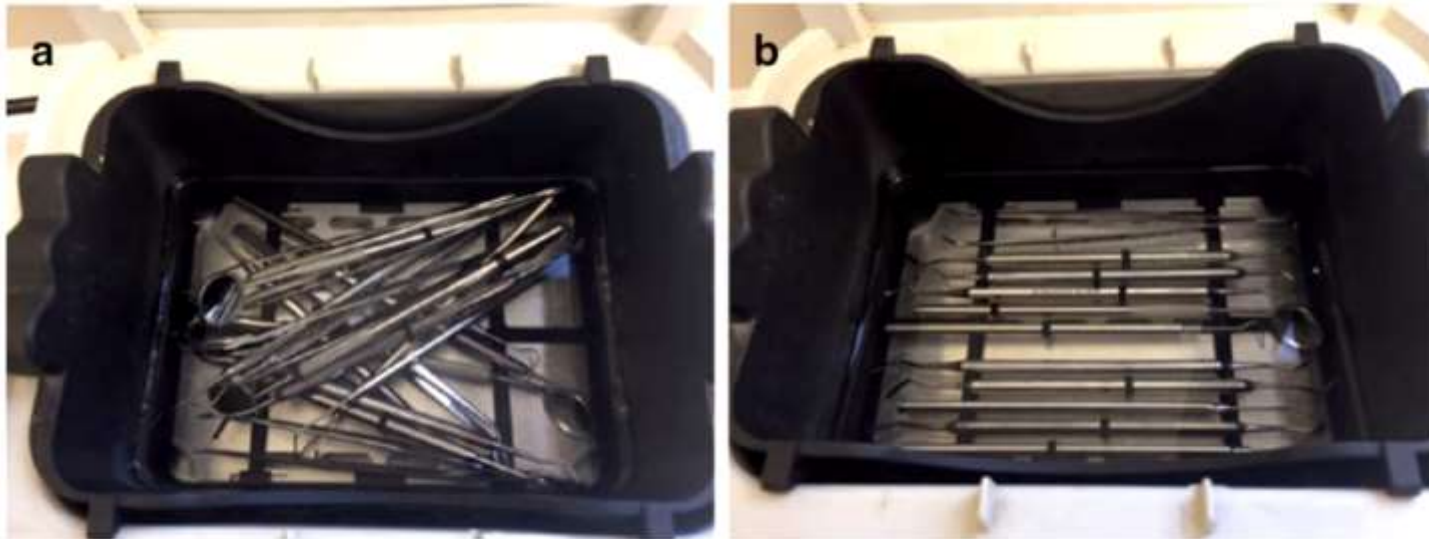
(a) Ultrasonic bath basket incorrectly loaded. (b) Ultrasonic bath basket correctly loaded
